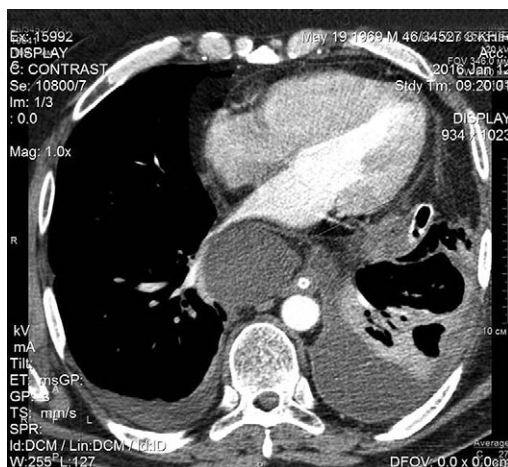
Компьютерная томограмма грудной клетки пациента X. от 12.01.2016. Средостение расширено. В нижнем этаже заднего средостения скопление жидкости 51×96 мм. Вокруг дренажной трубки пузырьки воздуха
